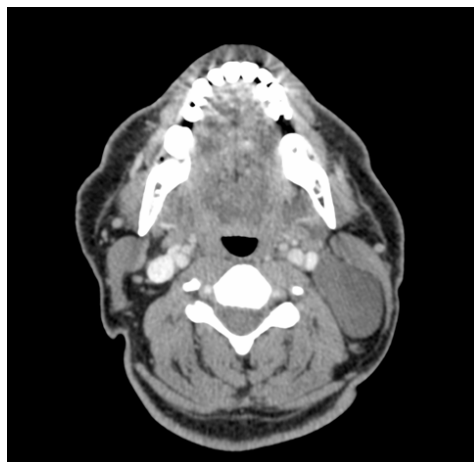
Corte axial de TAC. Obsérvese la presencia de la tumoración quística cervical izquierda.
